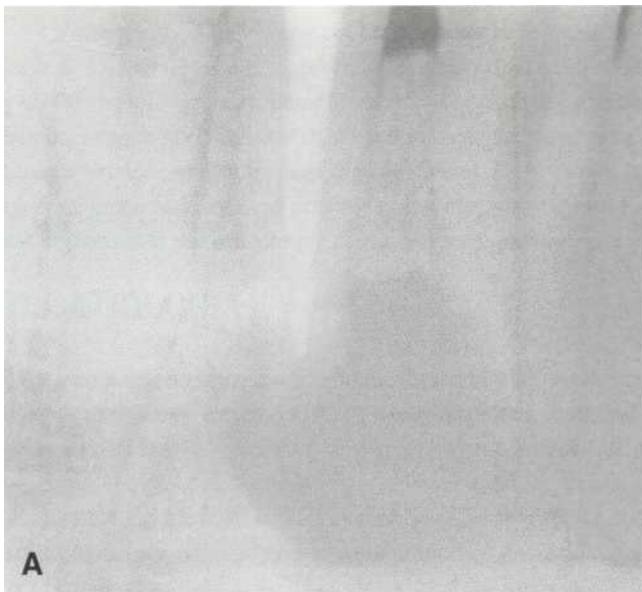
Controles de la curación de la patología periapical. (A) Imagen preoperatoria. (B) Imagen de la radiografía de control al año de la intervención quirúrgica.
